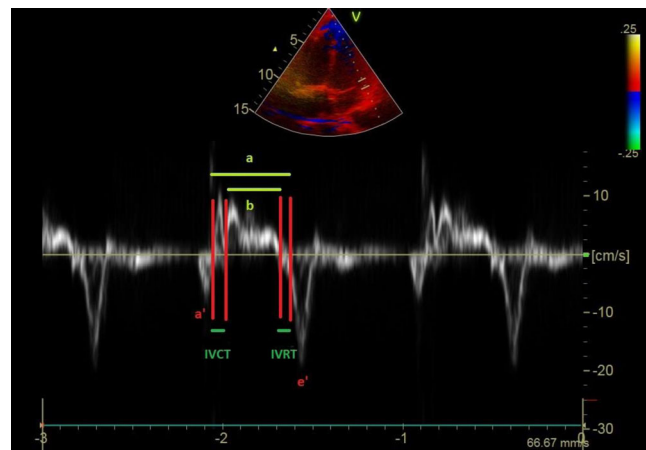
Doppler tissulaire (DTI) mesuré au niveau de la paroi latérale de l'anneau mitral. e' , pic de vitesse pendant le début de la diastole ; a' , pic de vitesse pendant la contraction auriculaire ; IVCT, temps de contraction isovolumique ; IVRT, temps de relaxation isovolumique. Indice de Tei = $(a-b)/b$
